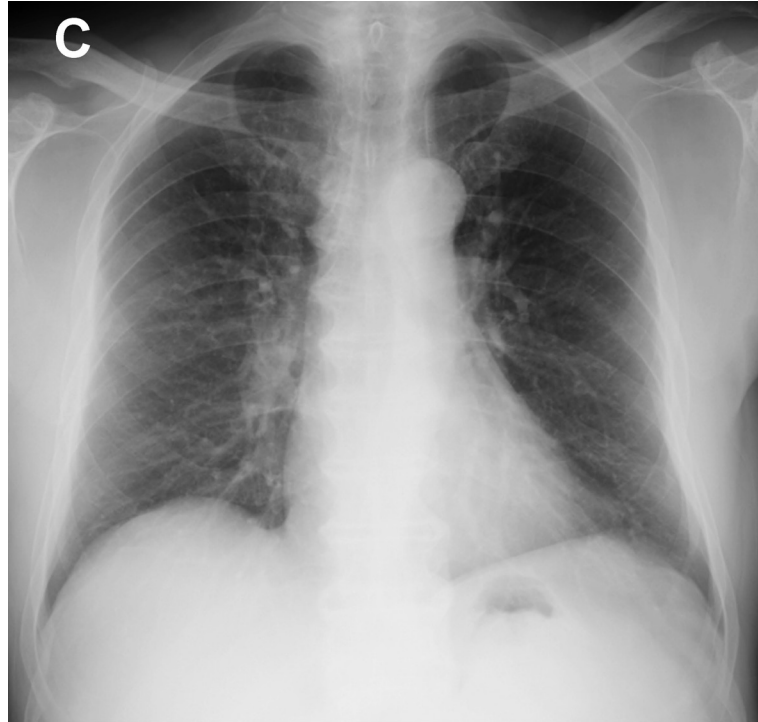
Followed chest radiography showed resolution of bilateral opacity lesions
